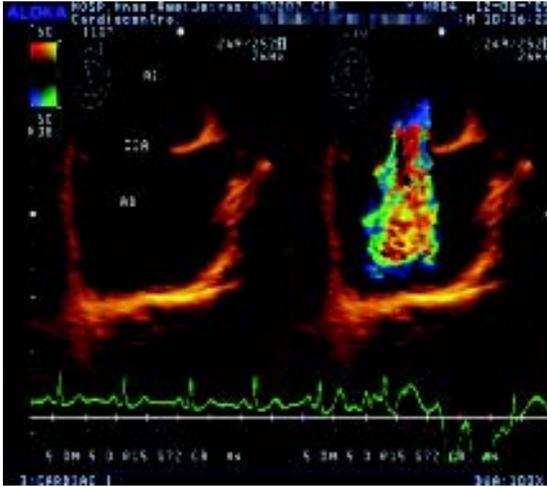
Ecocardiografía transesofágica.
